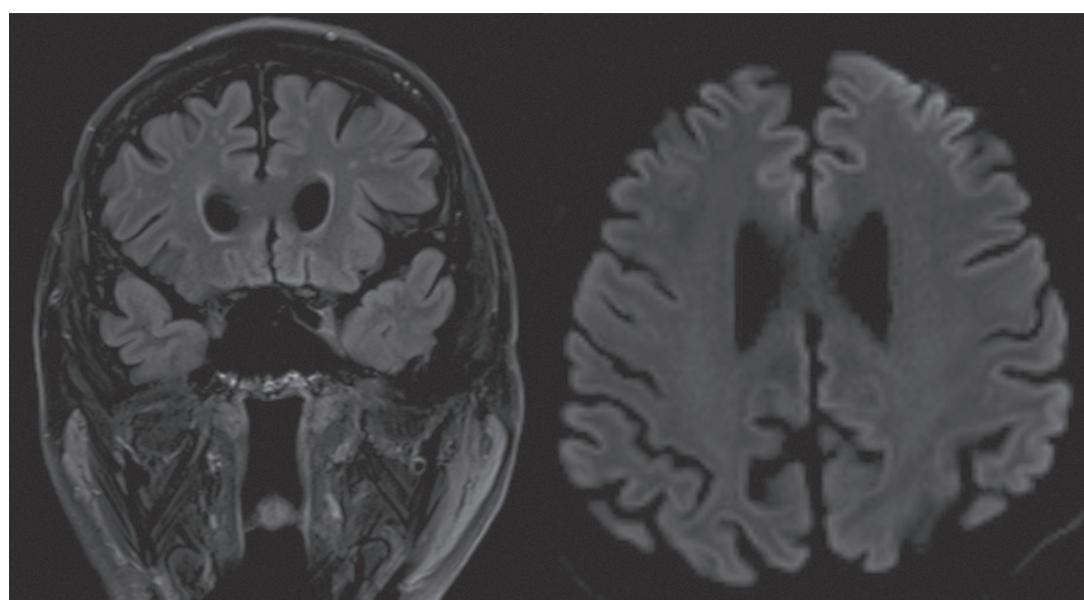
zerebrales MRI, welches vereinzelte punktiforme subkortikale Hyperintensitäten zeigt (FLAIR Sequenz) sowie ein diskretes bandförmiges Hypersignal des frontalen Kortex, mit linksseitiger Betonung (Linke Hemisphäre ist rechts im Bild).
